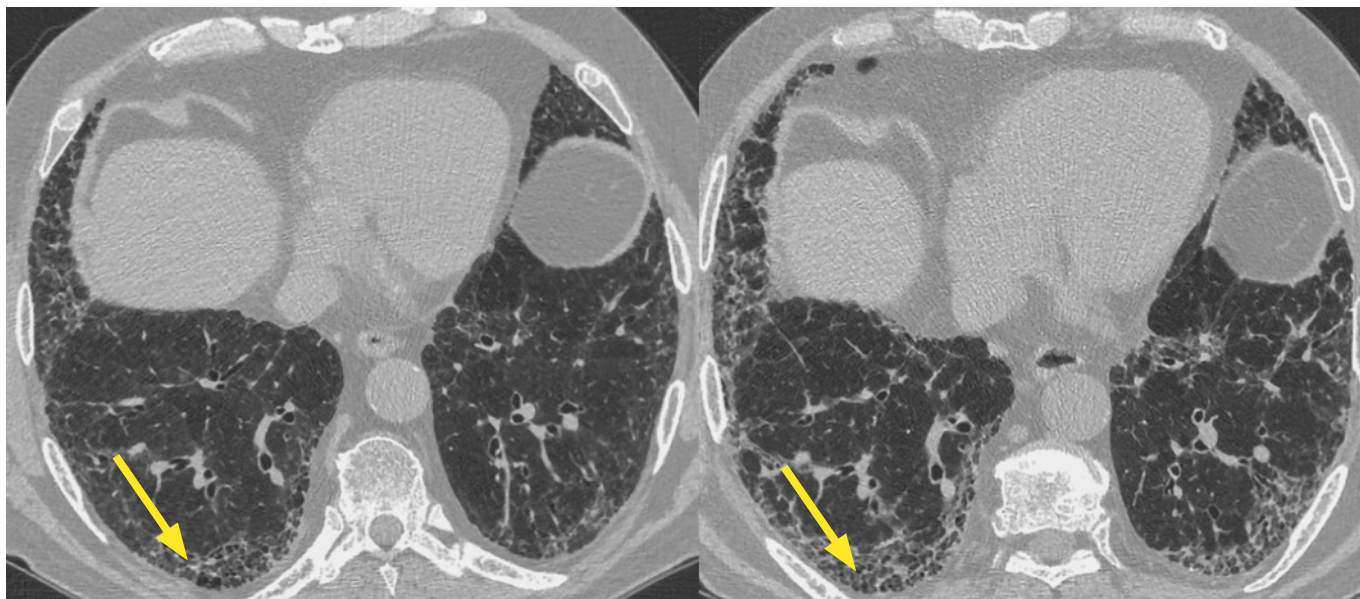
HRCT hrudníku s nálezem běžné intersticiální pneumonie u revmatoidní artritidy. Progrese plicní fibrózy v čase
